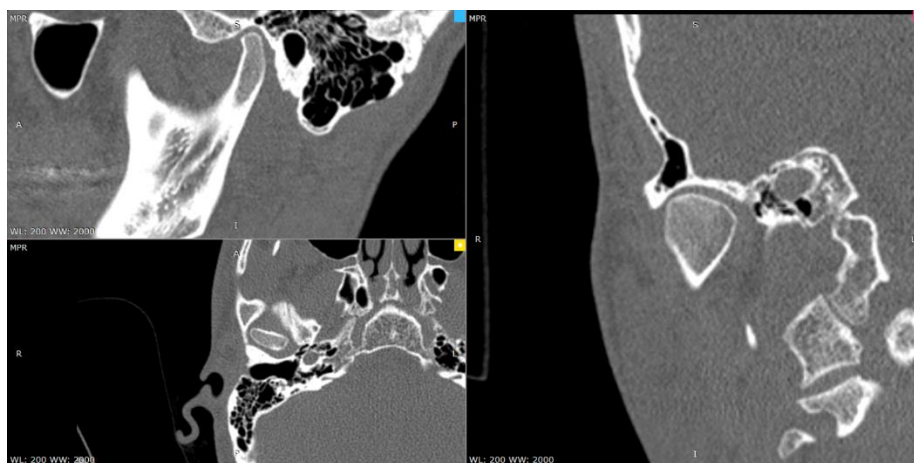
Срез КТ, соответствующий середине суставного отростка в трех плоскостях.
